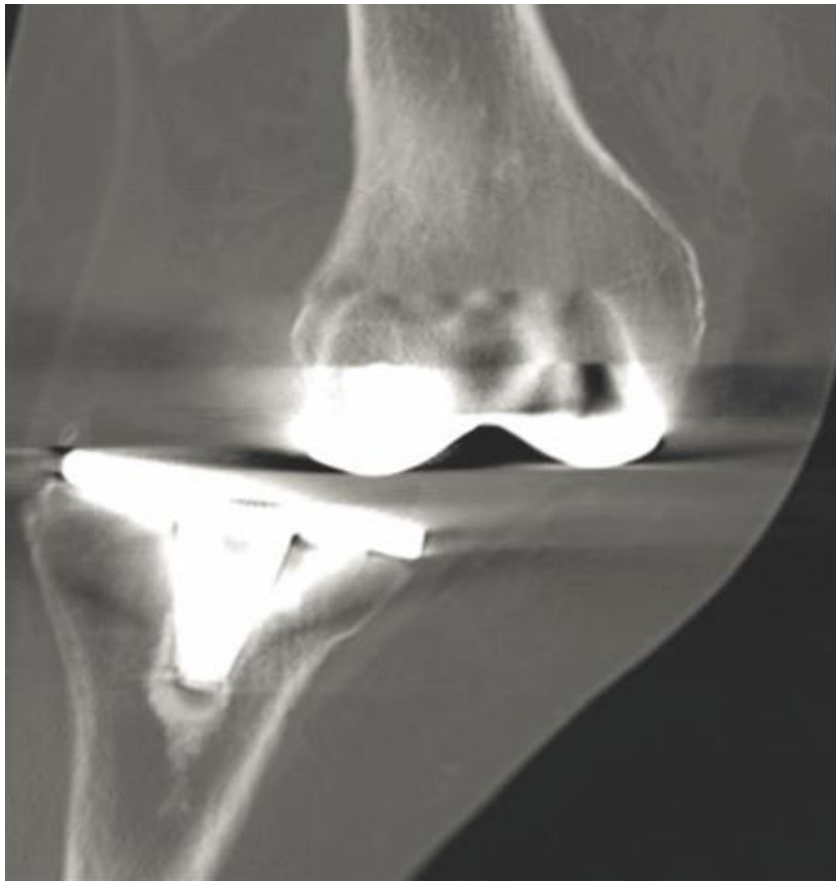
Reconstruction TDM coronale : Luxation complète fémoro tibiale d'une prothèse totale de genou
